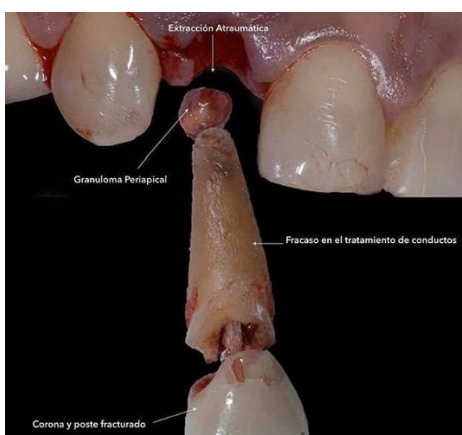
Aspecto clínico de un granuloma periapical.⁴³
